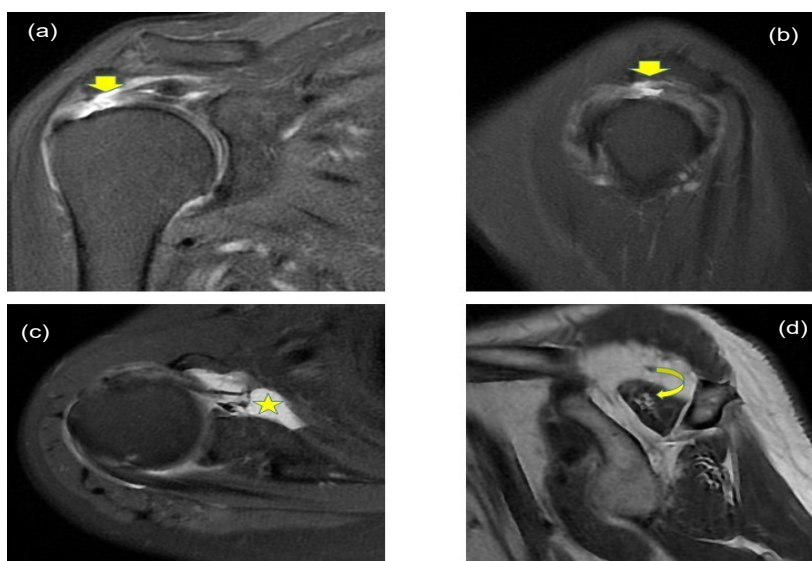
Hình ảnh 3T-MRI khớp vai bên trái
